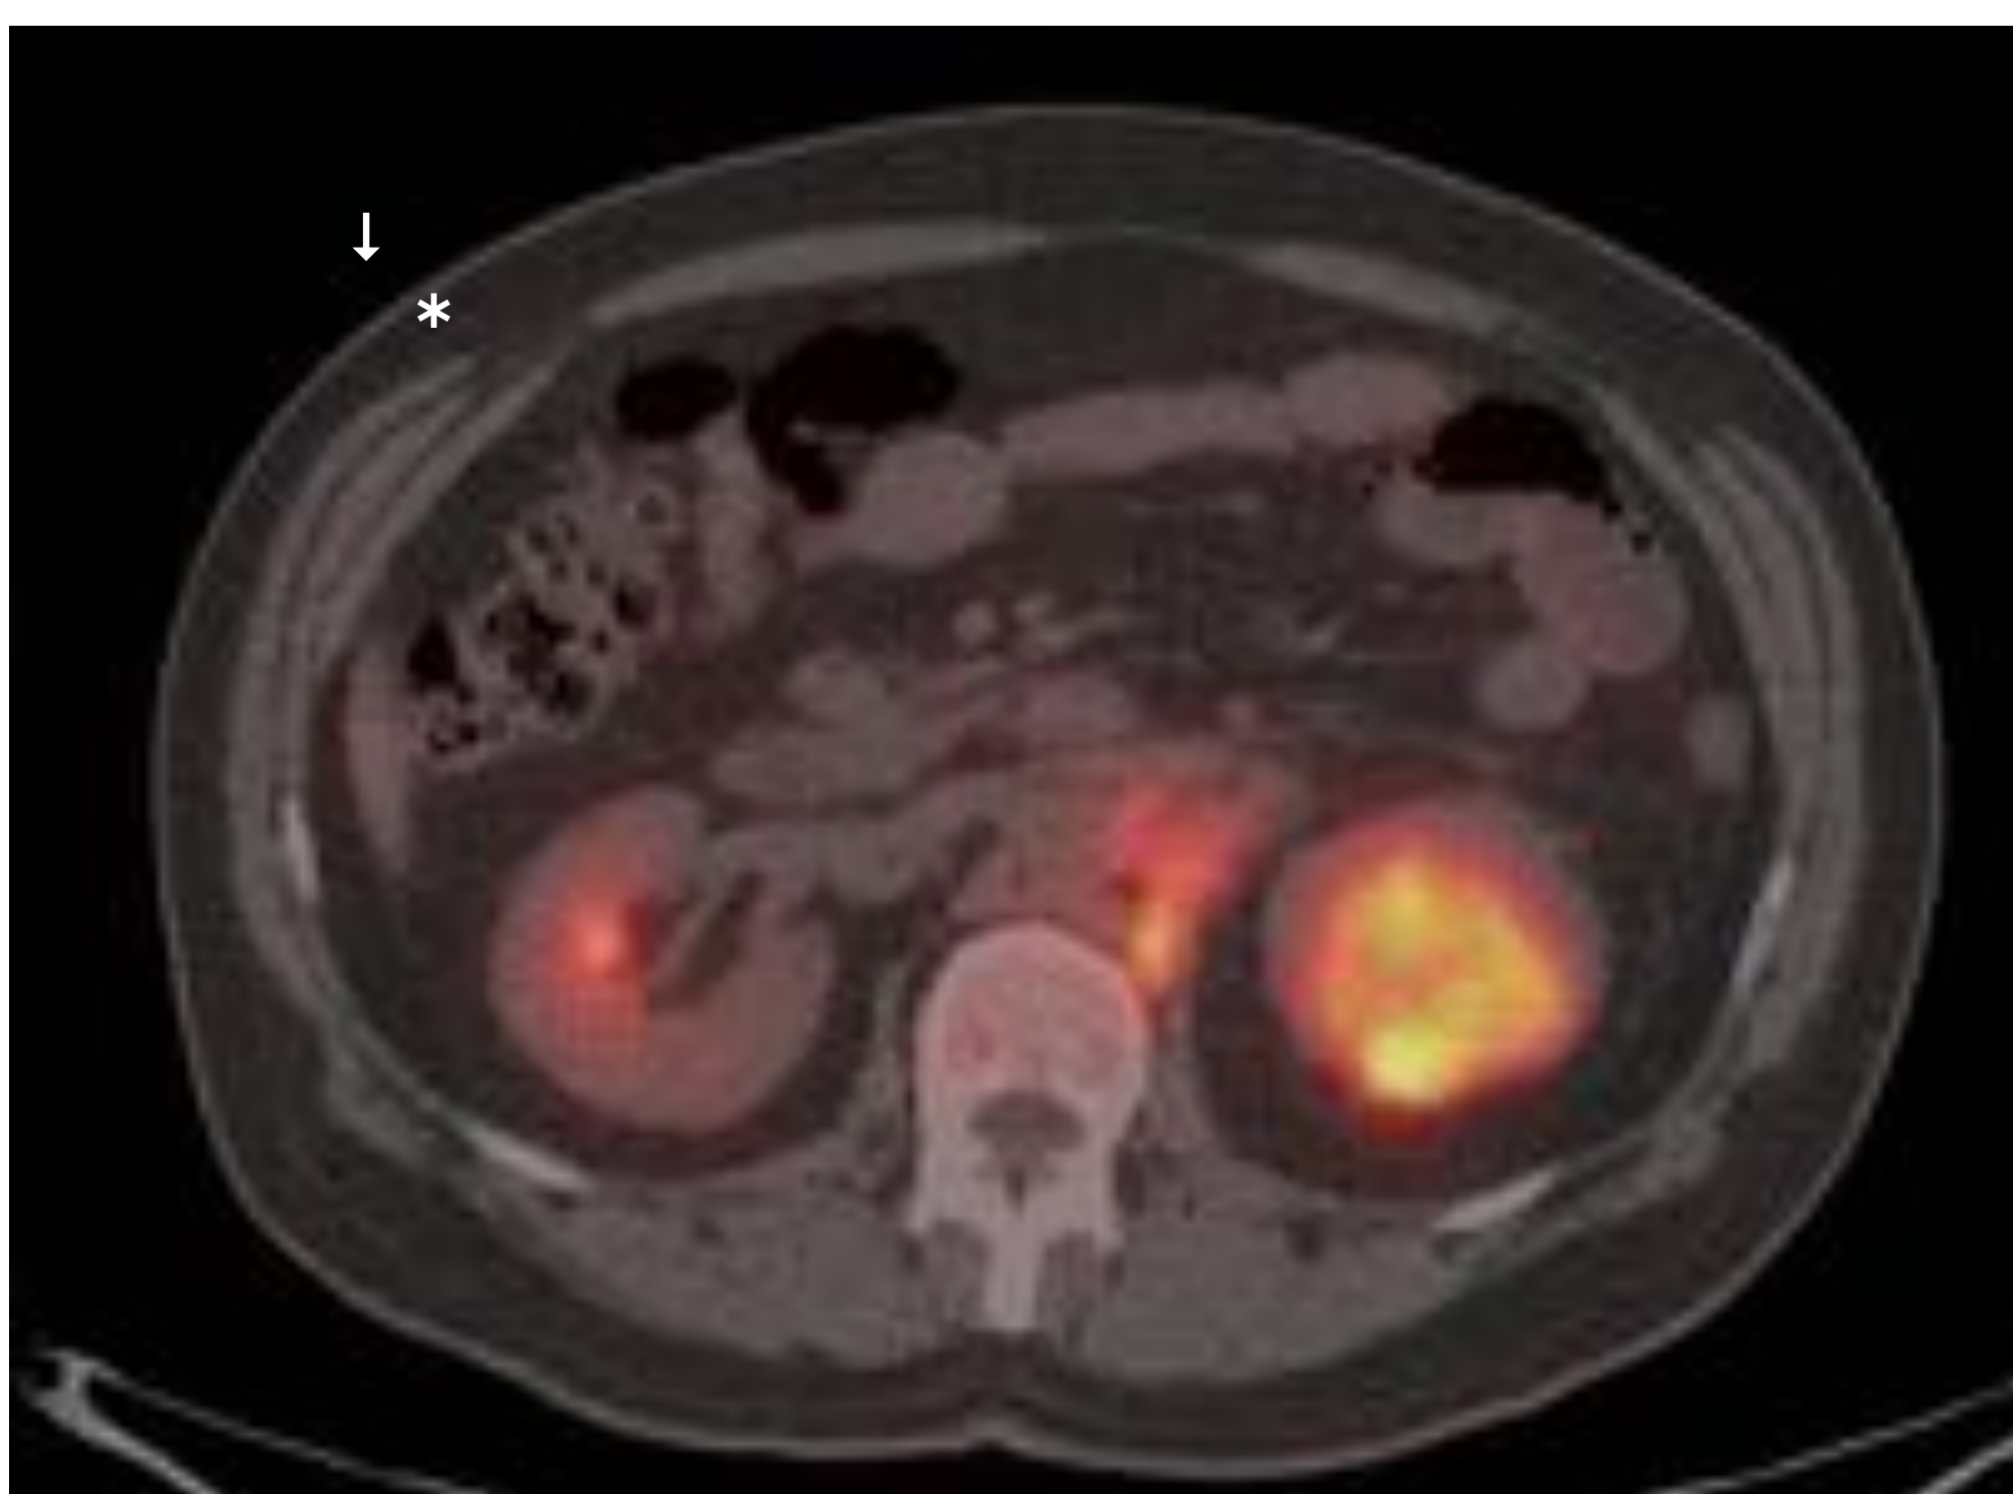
Estudio de PET-TC de carcinoma de células renales. Se identifica una zona de intensa captación del radiofármaco a nivel del riñón izquierdo. No se observan otras captaciones patológicas, lo cual hace improbable (aunque no imposible) la extensión extra-renal de la enfermedad.
